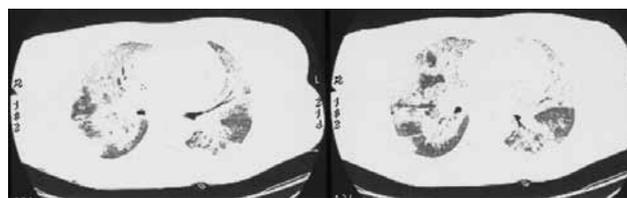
КТ (03.11.2009 г.) – нарастание размеров и интенсивности интерстициально-альвеолярной инфильтрации в легких
